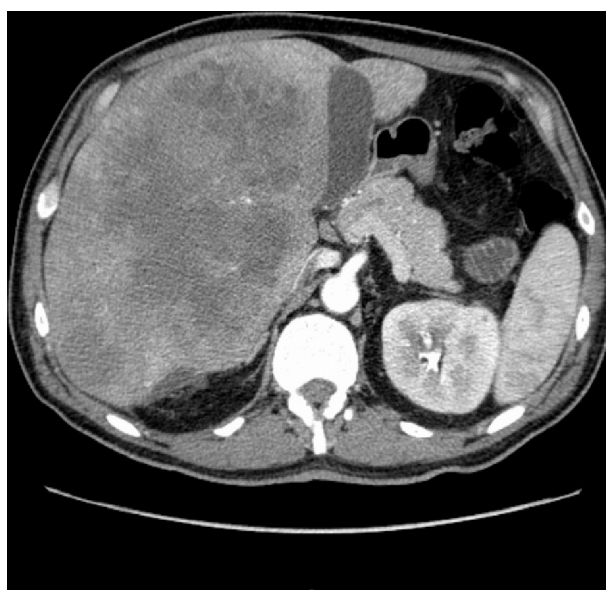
Lesão hepática na TC (corte transversal): hepatomegalia heterogênea à custa de várias formações nodulares, a maior ocupando o lobo direito e segmento IV com cerca de 16 × 12 cm, heterogênea e com áreas hipodensas, em provável relação com necrose.
